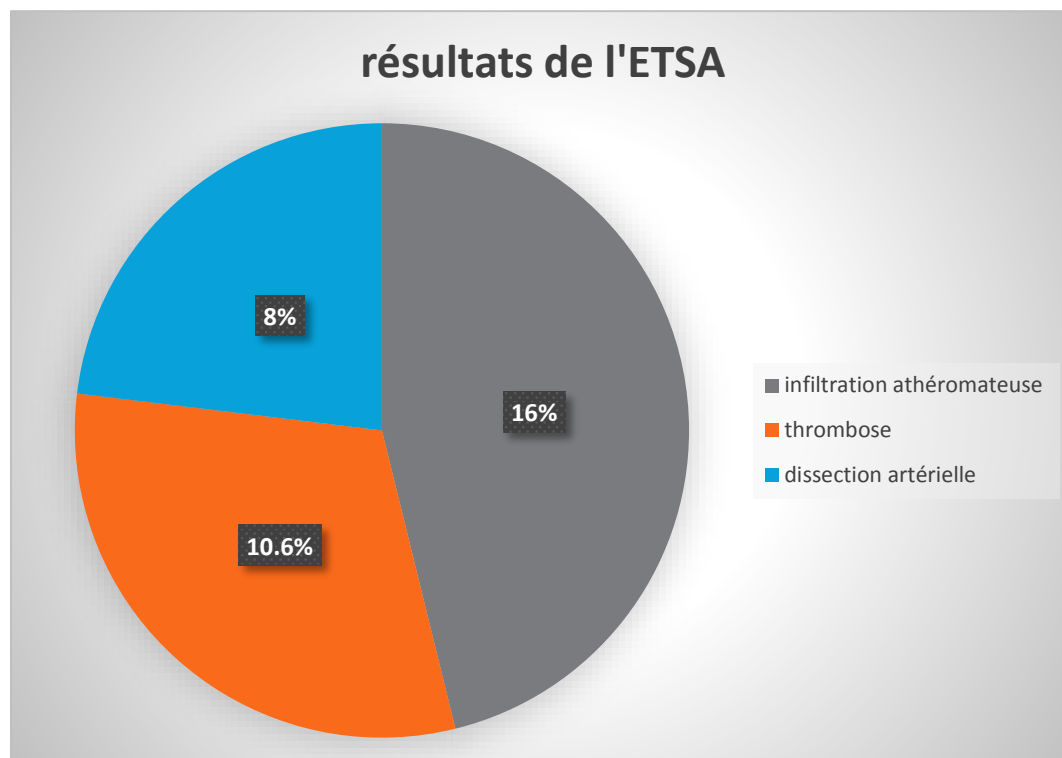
résultats du doppler / angio-TDM des TSA
